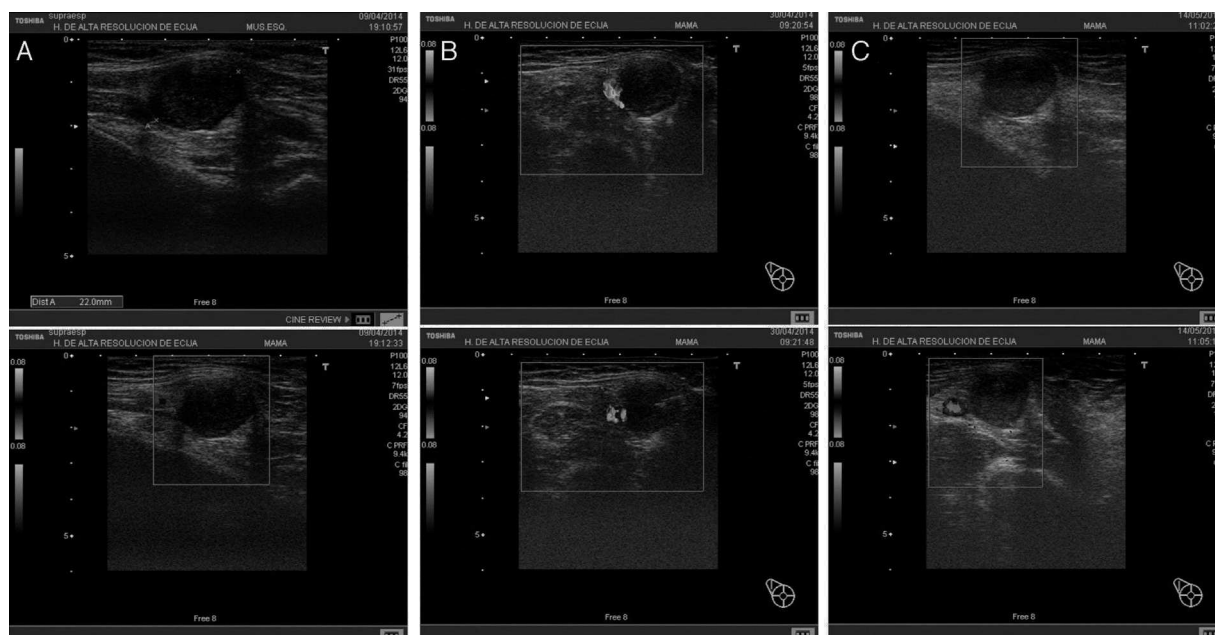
A) Ecografía axilar. B) PAAF-ecoguiada. C) BAG-ecoguiada.
